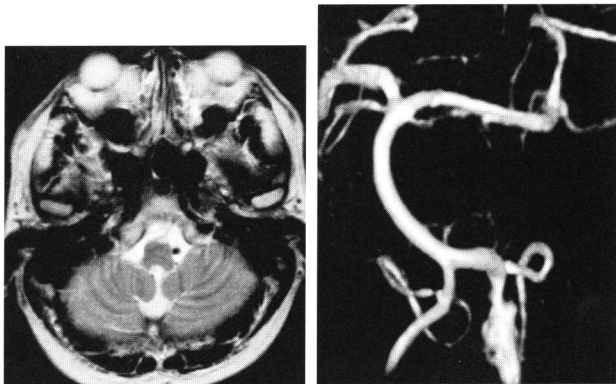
入院時：MRI (T2WI) Fig. 2 入院時：3D-MRA
